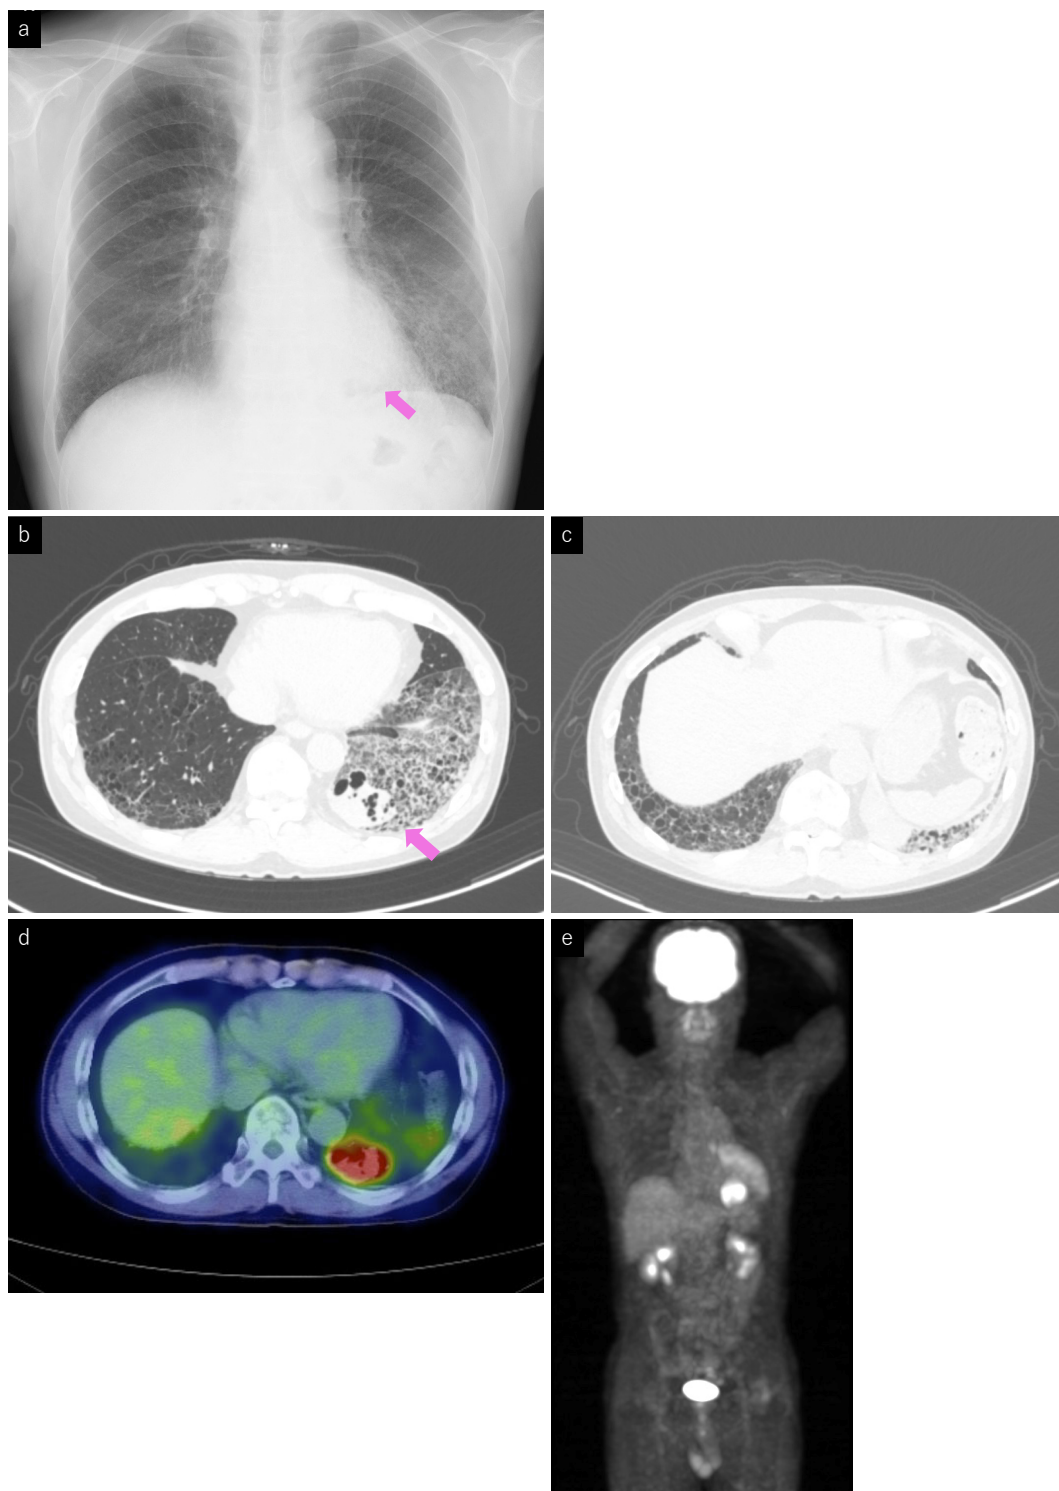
Chest radiograph showing a reticulated shadow in the left lower field (a). Chest computed tomography (CT) showed a 3.6-cm irregular surface mass in the left S¹⁰ with widespread ground-glass opacity (b) and honeycomb appearances (c). FDG-PET/CT revealed an abnormal accumulation in the mass in the left lower lobe (SUVmax = 8.1) (d). There was no abnormal accumulation in other regions (e).
